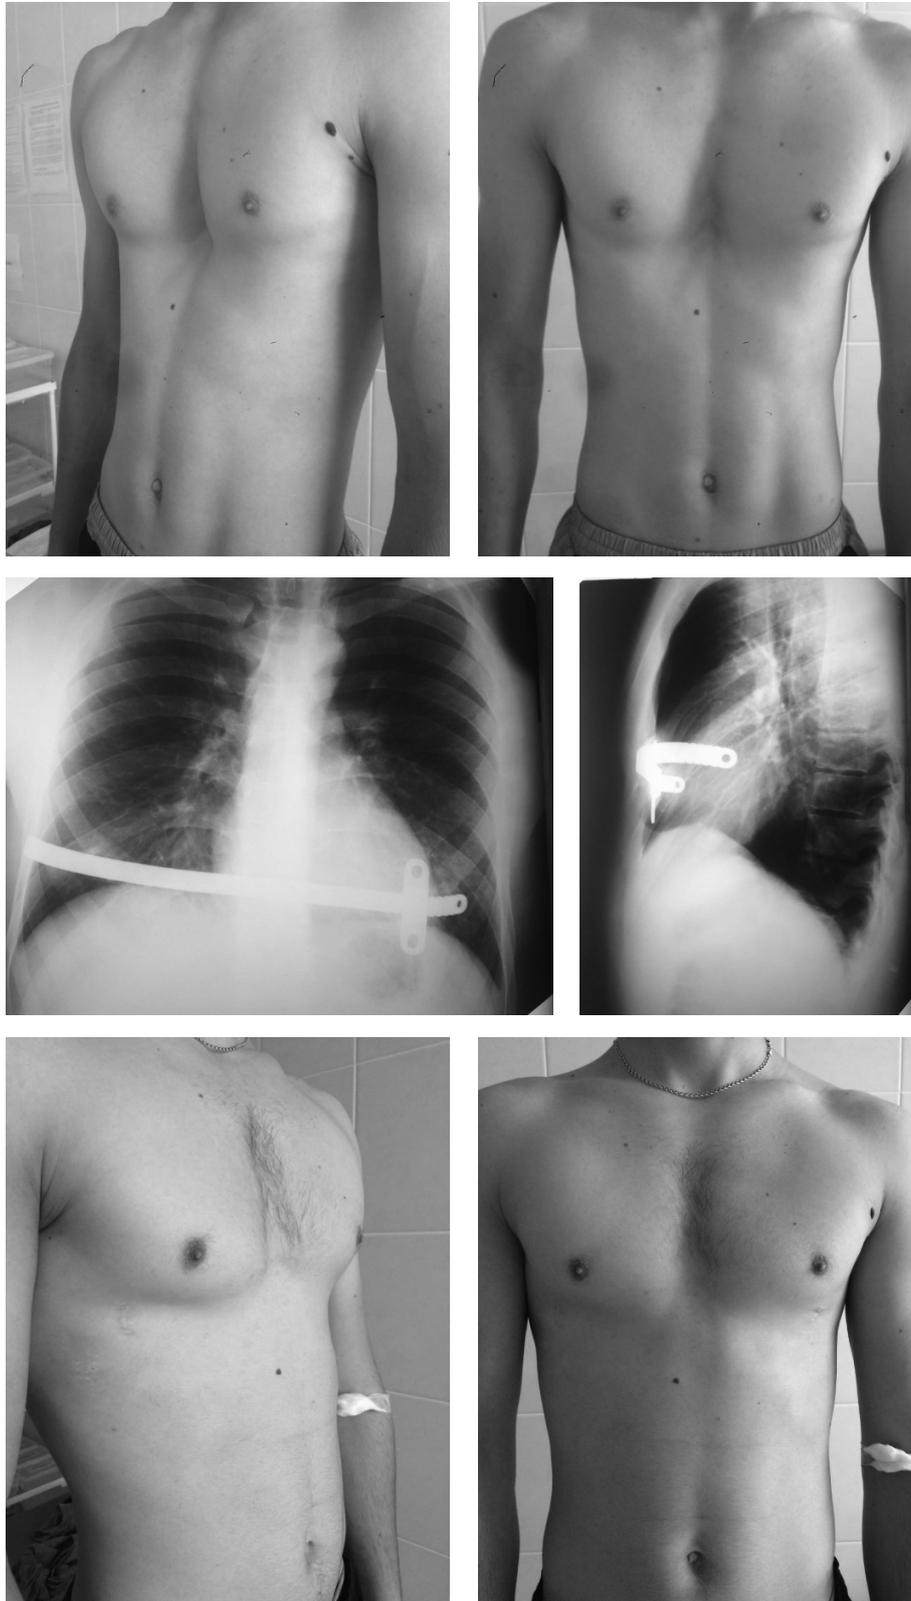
Фото в различных проекциях и рентгенограммы пациента до и после хирургического вмешательства
